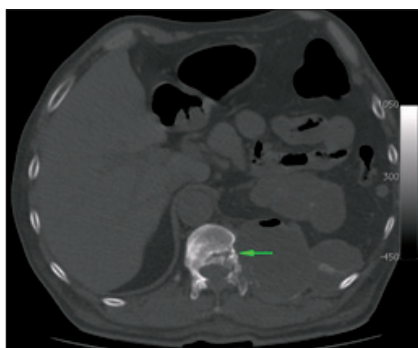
Tomografía axial computada multicorte. Ventana ósea. Infiltración ósea de quiste hidatídico con fractura secundaria (flecha).
